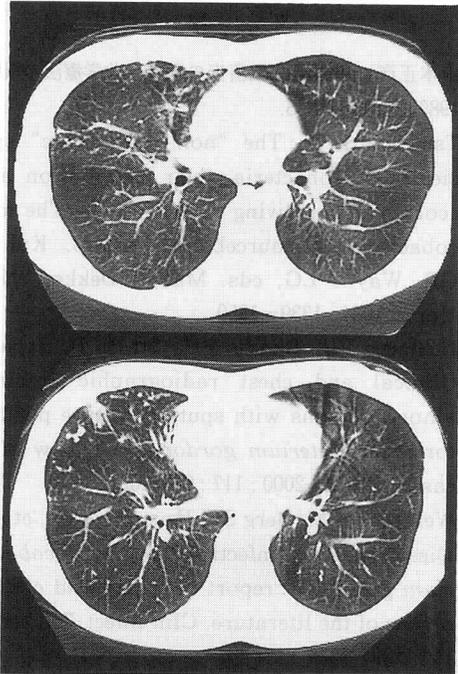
Chest CT finding after therapy
